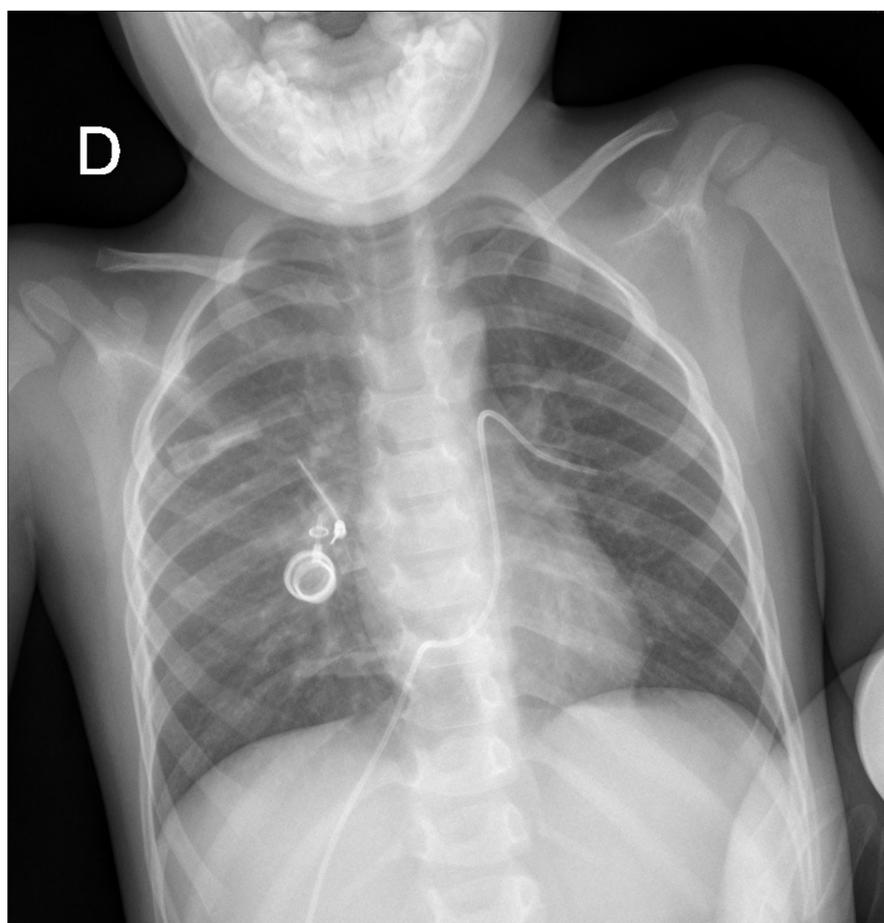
Radiografía AP de tórax y TC de tórax.
